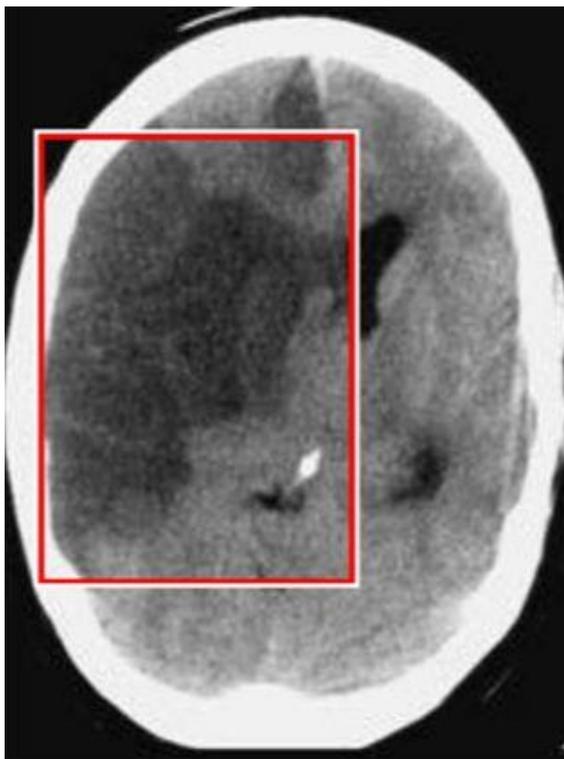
TC de crânio com AVC Isquêmico. Afsar *et al.*, 2018.
